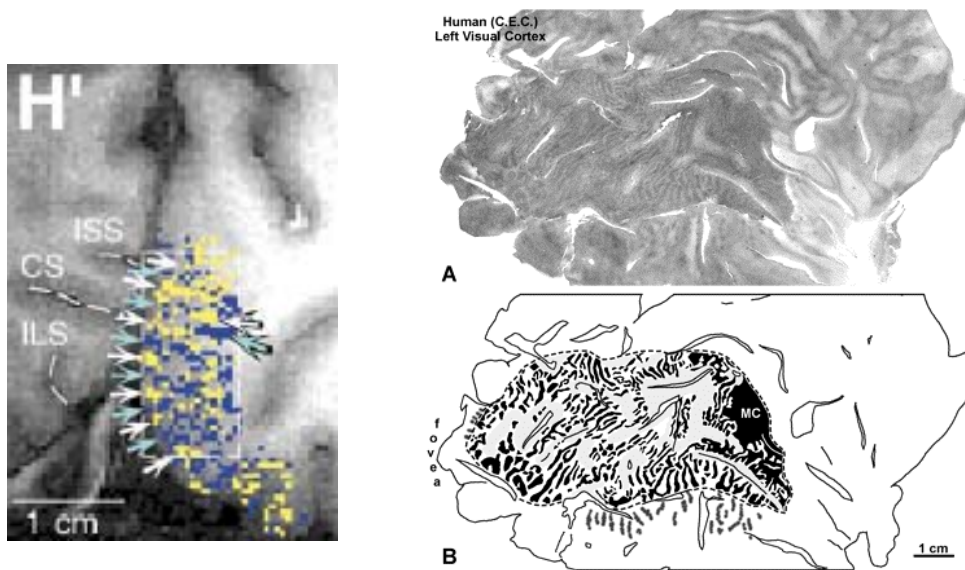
Die linke Abbildung zeigt die Darstellung der ocular dominance columns (ODC) im Menschen, dargestellt mit der funktionellen Kernspintomographie. Die Zuordnung der Dominanz-Kolumnen erfolgt durch den differentiellen BOLD-Kontrast Anstieg bei Stimulation des rechten (blaue pixel) und linken (gelbe pixel) Auges (aus (Cheng et al. 2001)). Damit wird die Analyse der funktionellen Anatomie in vivo möglich, die zuvor nur der post-mortem Analyse zugänglich war, wie es in den rechten beiden Abbildungen dargestellt ist (amblyoper Patient, Cytochrom-oxidase Färbung aus (Horton and Hocking, 1998)).
